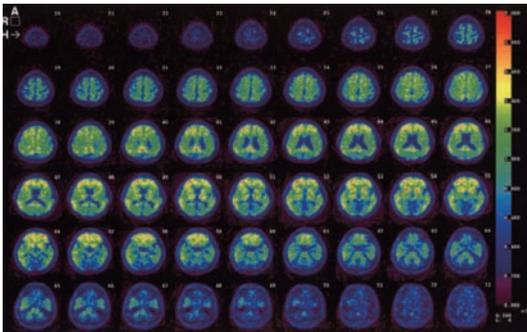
J-ADNI : AD2-baseline (PIB-PET)
